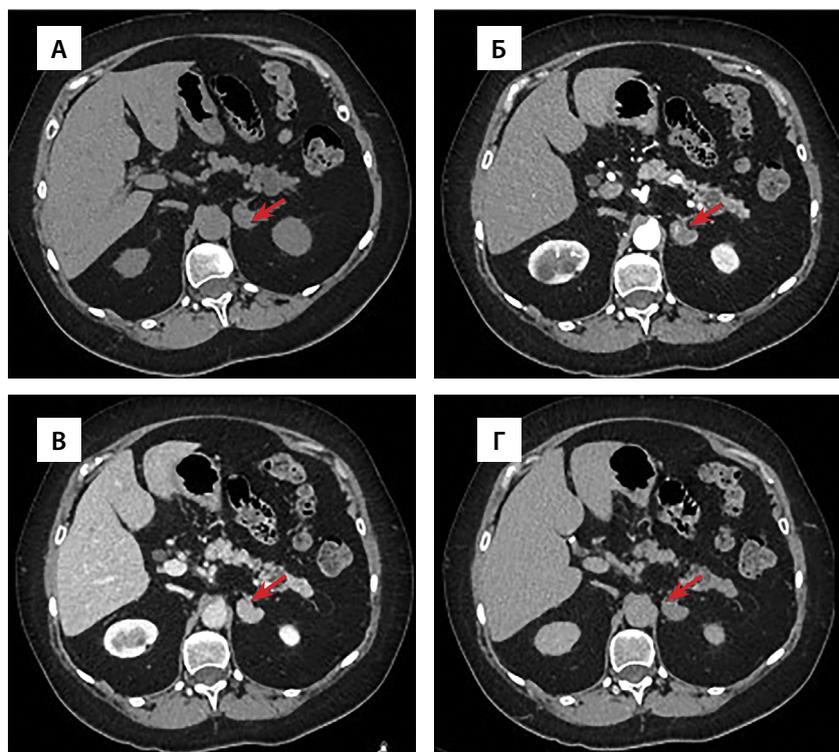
Мультиспиральная компьютерная томография образования левого надпочечника, аксиальная проекция: А — нативная фаза; Б — артериальная фаза; В — портальная фаза; Г — отсроченная фаза.
